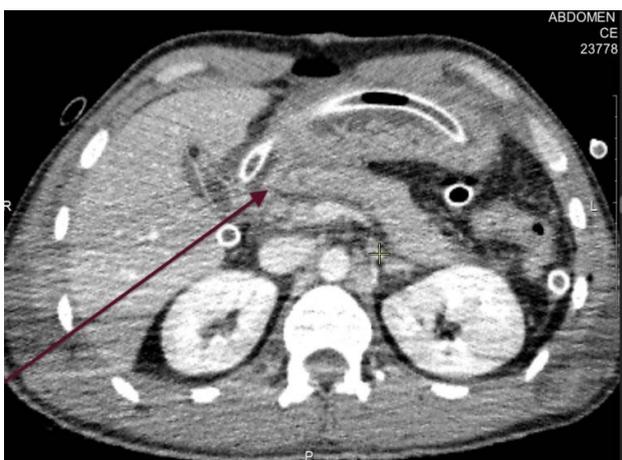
Компьютерная томограмма живота при поступлении в ВМедА им. С. М. Кирова. Стрелкой указана зона повреждения ПЖ
